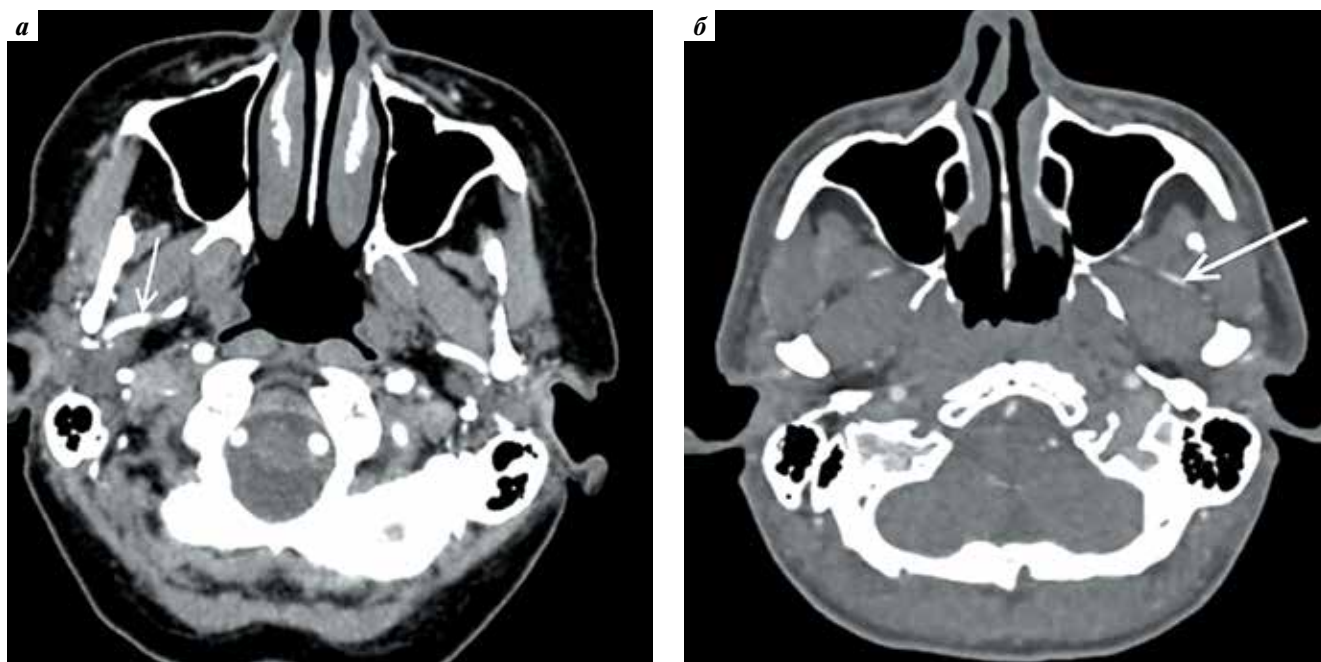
Расположение верхнечелюстной артерии (указана стрелкой) на мультиспиральной компьютерной томограмме: а – медиальное, б – латеральное
